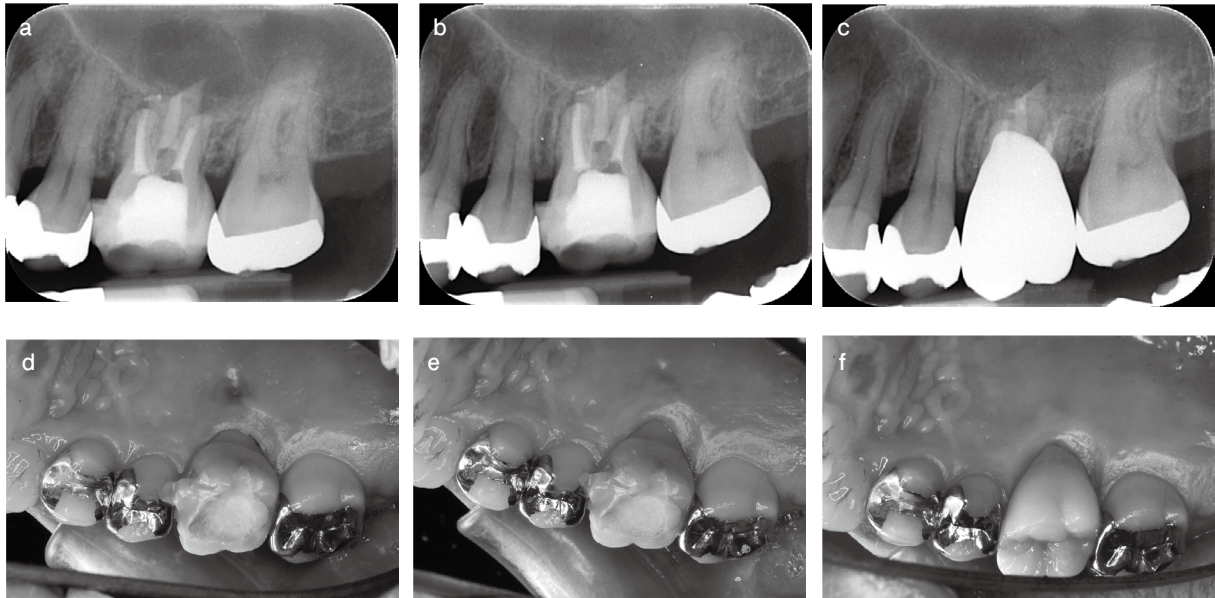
Postoperative intraoral photographs and radiographs
